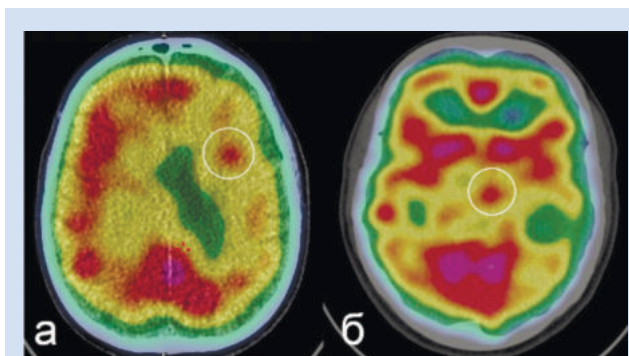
Визуализация участков избыточной перфузии (выделены белым кругом) в острый период ишемического инсульта на совмещенных ОФЭКТ/КТ-изображениях карт перфузии, представленных в цветовой гамме FRENCH
